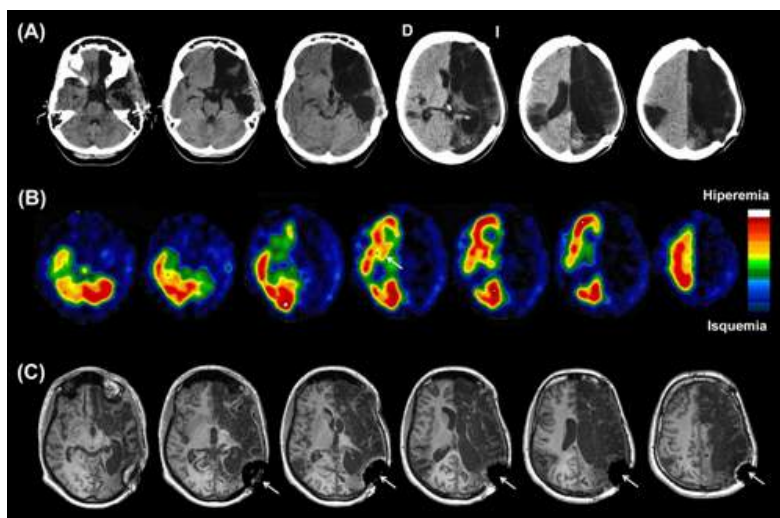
Estudios de neuroimagen (A: Tomografía computarizada, B: SPECT, C: Resonancia magnética-RM) realizados 10 meses después del infarto, mostrando la extensión de las lesiones. Las pequeñas flechas en la RM son artefactos debidos a un implante metálico de fijación cuando se recolocó el hueso craneal. D: hemisferio derecho; I: hemisferio izquierdo.
